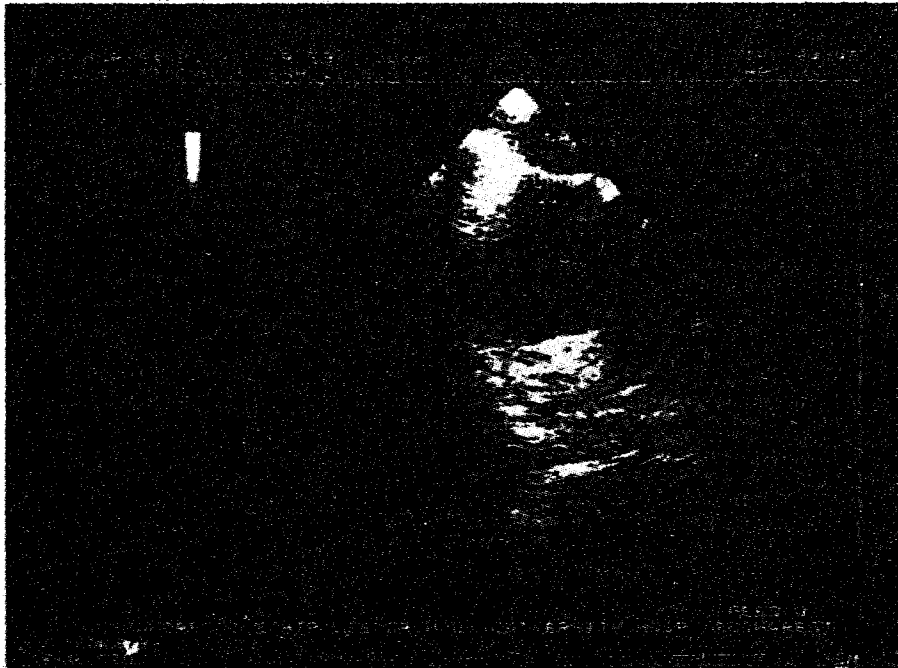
Tumoră (mixom) atriu drept. Ecografie transesofagiană plan transvers (A) și plan longitudinal (B). Masă ecodensă (marcată cu săgeți) foarte mobilă, situată în atriu drept (B), având baza de implantare în treimea proximală a septului interatrial (A) sugerând mixom atrial (verificat intraoperator).
